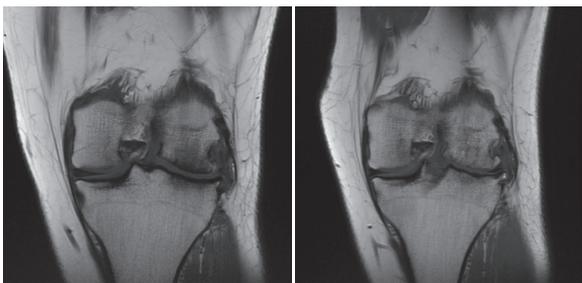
Imagem coronal de RM em T1, antes e 1 ano após transplante meniscal..
